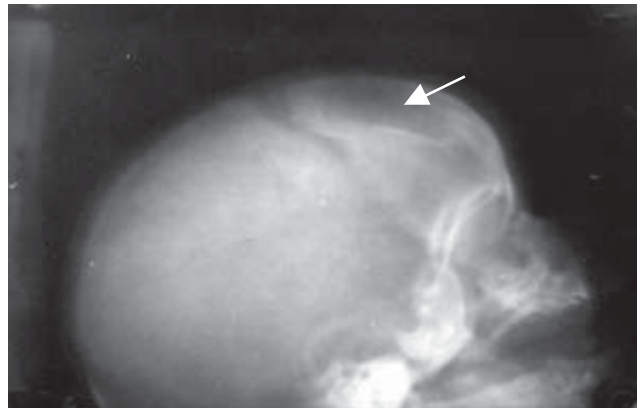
Бокова рентгенограма черепа. Втиснений перелом склепіння черепа в ділянці лобної кістки.
